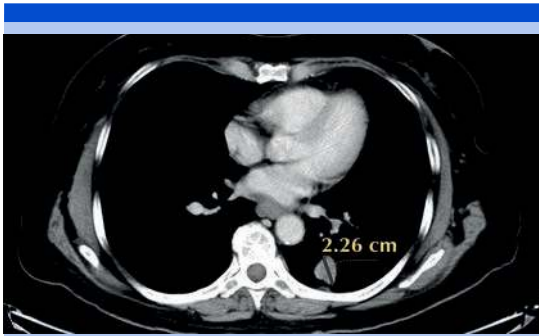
Corte axial, tomografía computada de pulmón fase venosa: medición de la lesión diana en su diámetro mayor de acuerdo con los criterios RECIST.
